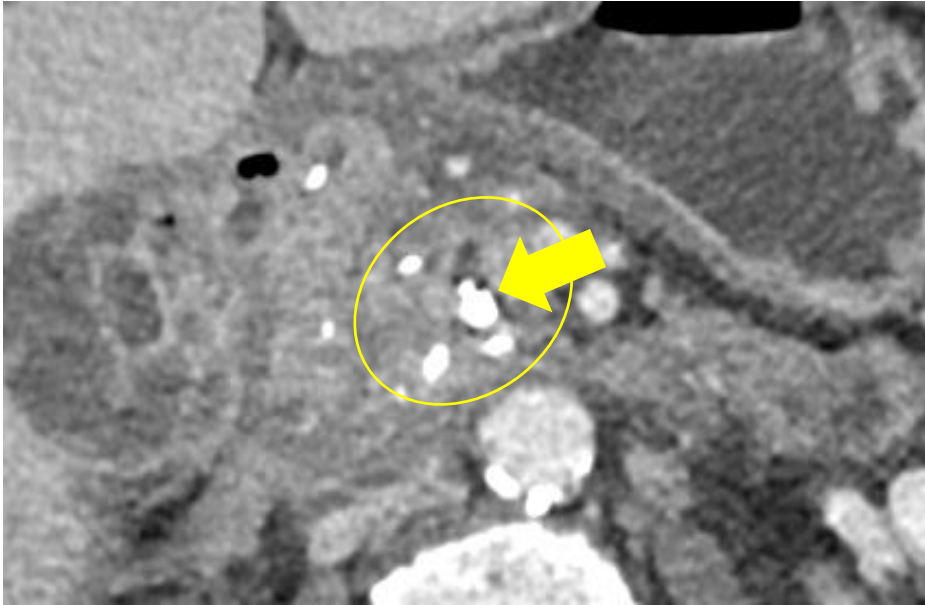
Imágenes de TC correspondientes a dos pacientes, en las que se identifican múltiples calcificaciones localizadas en la cabeza del páncreas (señaladas con un círculo amarillo). Una de estas presenta una disposición intraductal, a partir del conducto pancreático principal (indicadas mediante flechas amarillas).
